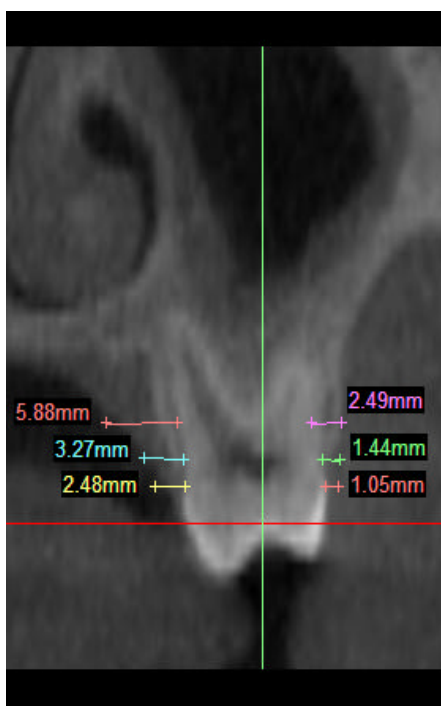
Corte coronal da TC com as respectivas medições das corticais ósseas vestibulares e linguais na maxila.
